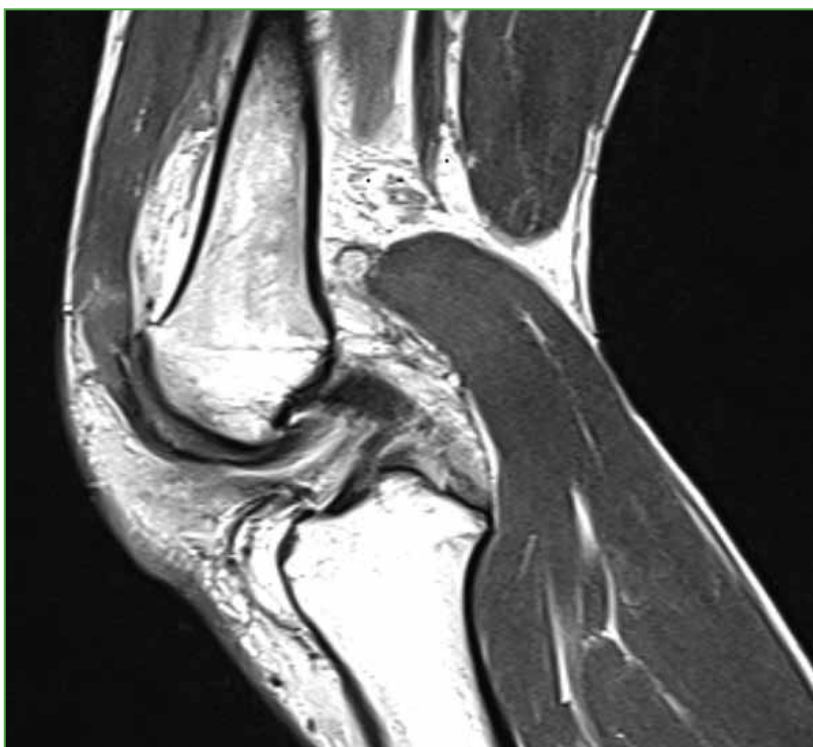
Resonancia magnética de rodilla, corte sagital. Edema marcado de la región medial e interposición de estructuras mediales.
